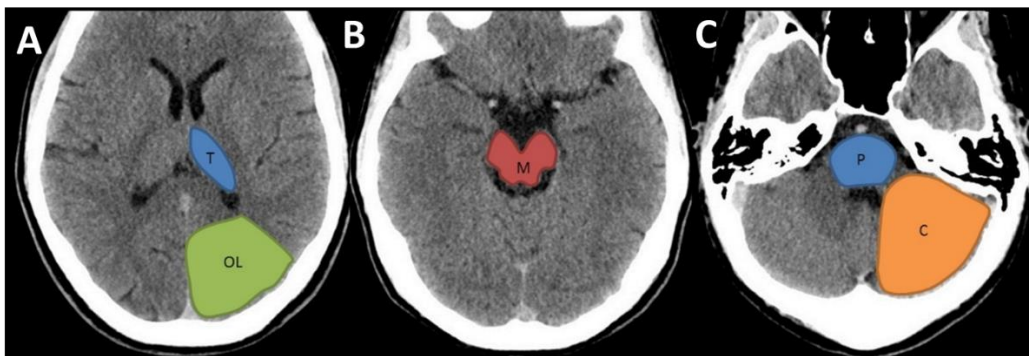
Identificação anatômica para áreas do território posterior para avaliação da escala de pc – ASPECTS. A: corte a nível do tálamo; B: corte a nível do mesencéfalo; C: corte a nível da ponte do cerebelo; T: Tálamo; OL: lobo occipital; M: qualquer zona do mesencéfalo; P: qualquer zona da ponte do cerebelo; C: hemisfério cerebeloso (Alwalid, 2019a)
